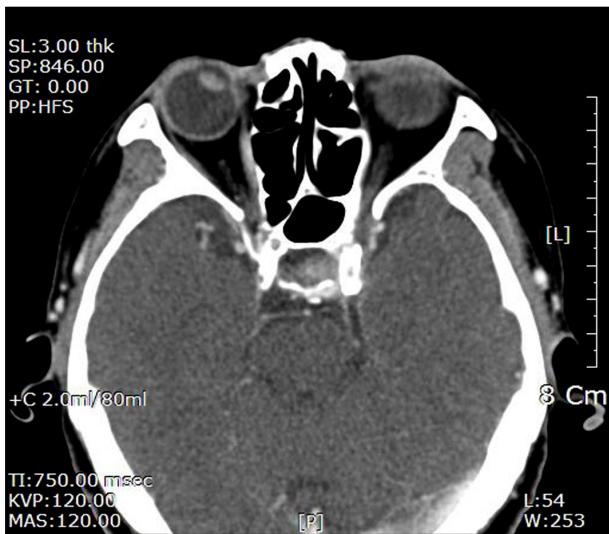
Computed tomographic scan (Axial cut) showing no significant abnormality of both orbits.
